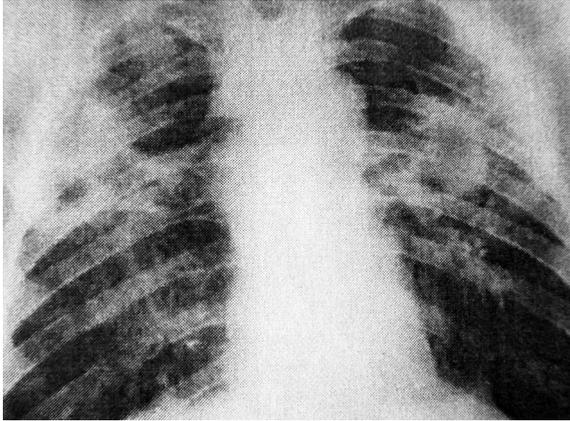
Рентгенограмма грудной клетки больного К.
